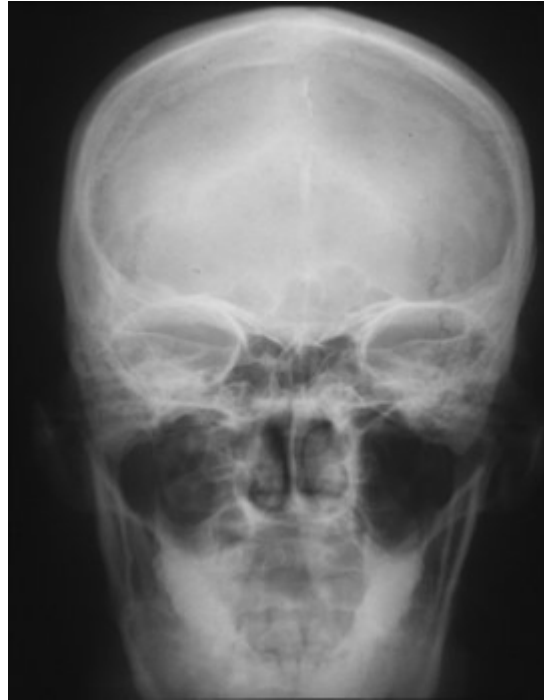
Radiographie de face du crâne
